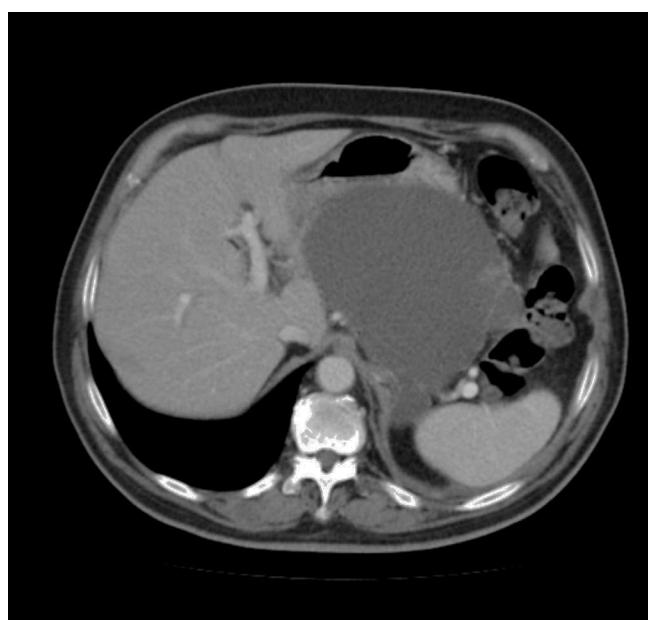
TC abdominal. Pseudoquiste pancreático comprimiendo el estómago.
